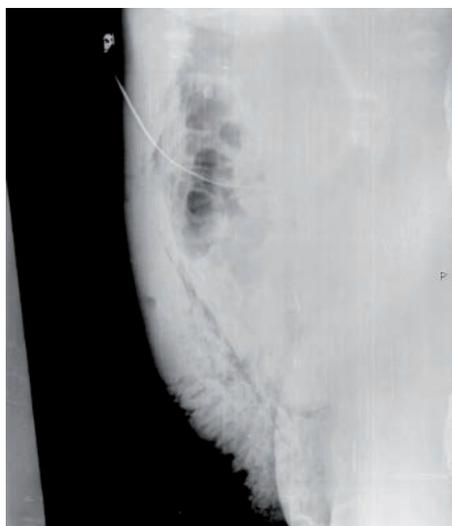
Gas en tejido celular visualizado en radiografía simple.
